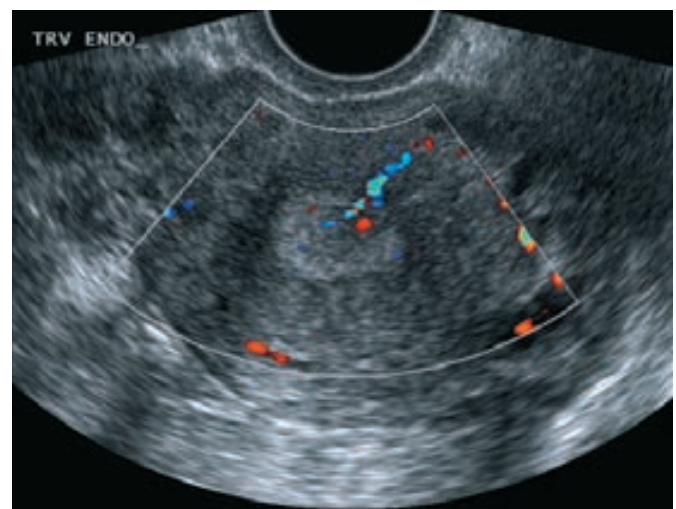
Ecografía transvaginal con Doppler de color de un pólipo endometrial. El flujo de color revela la presencia de un solo vaso nutricional, que es característico de los pólipos. (Cortesía de la Dra. Elysia Moschos.)
